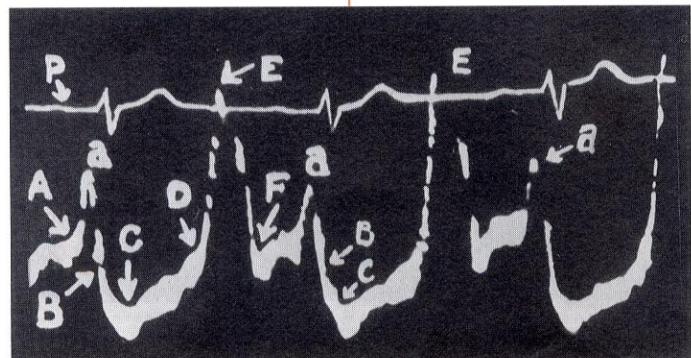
図3の「左心耳前壁エコー」に相当する正常エコー（文献4）より引用）
